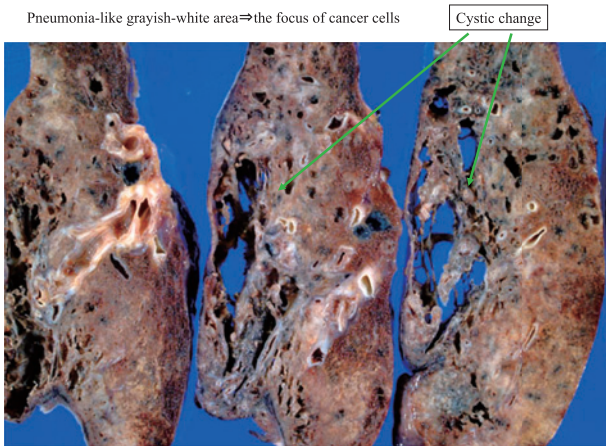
An X-ray film shadow corresponding to the right lower lobe was observed.
